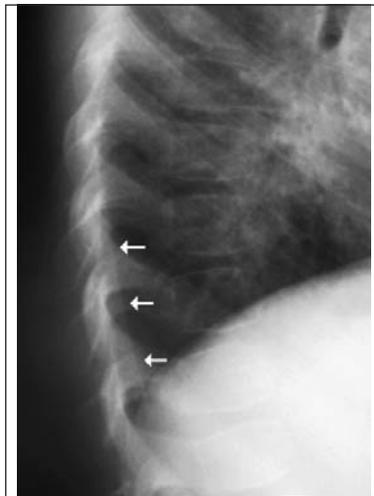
Radiografía de tórax, proyección lateral. Derrame pleural pequeño que ocupa el receso posterior (flechas). Al momento del examen el paciente no presentaba un foco de consolidación claro, el cual solo fue evidente en el lóbulo inferior izquierdo en un control realizado 16 horas más tarde.
